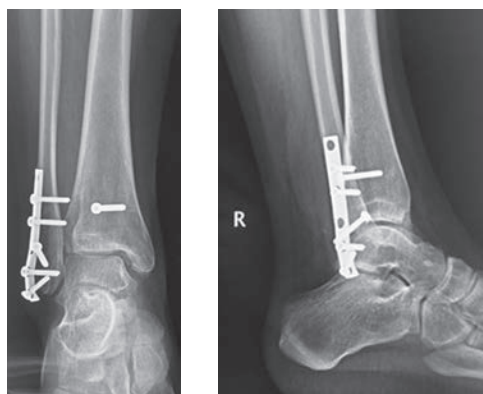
Рентгенограмма голеностопного сустава через 6 месяцев. Консолидация костных отломков
